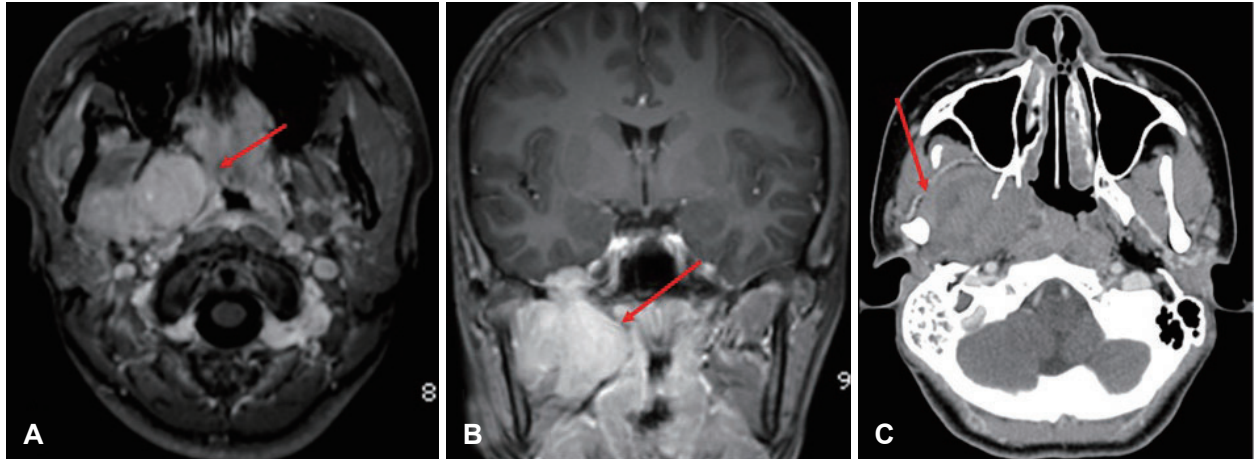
Neck MRI (A and B) & CT (C) shows about 5×5 cm sized multilobulating contoured enhancing mass involving masticator and extension to the ipsilateral prestyloid compartement of parapharyngeal space and infratemporal fossa (arrow).
